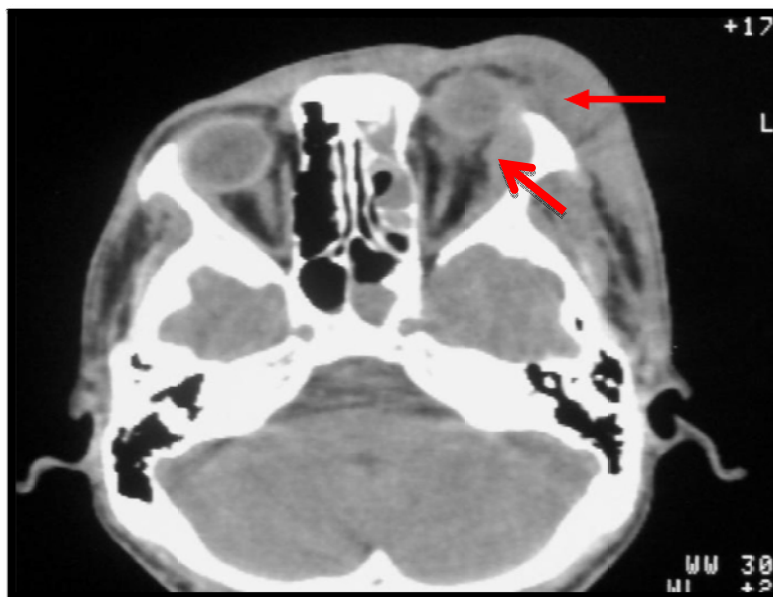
TDM du massif cranio-orbitaire en coupe axiale : cellulite retro-septale (stade 2) avec infiltration orbitaire extra-conique et un épaississement et refoulement du muscle droit latéral gauche.
